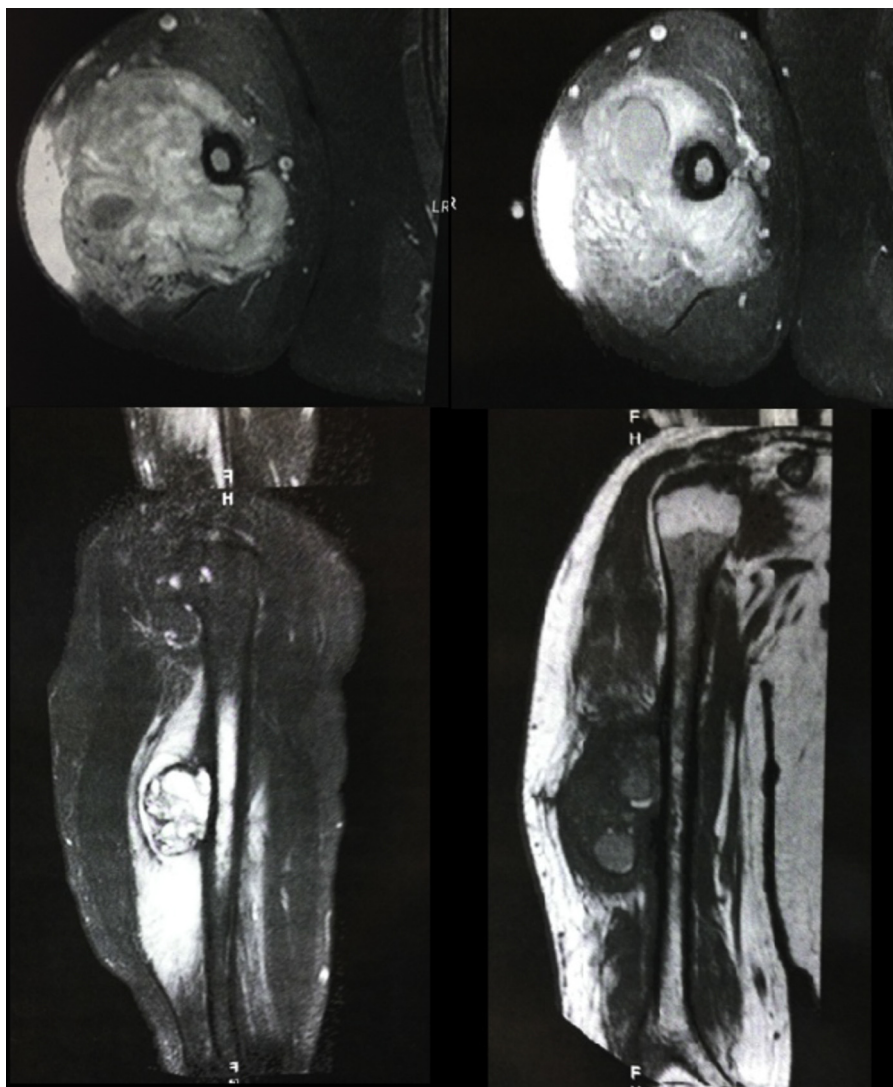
Ressonância magnética.
